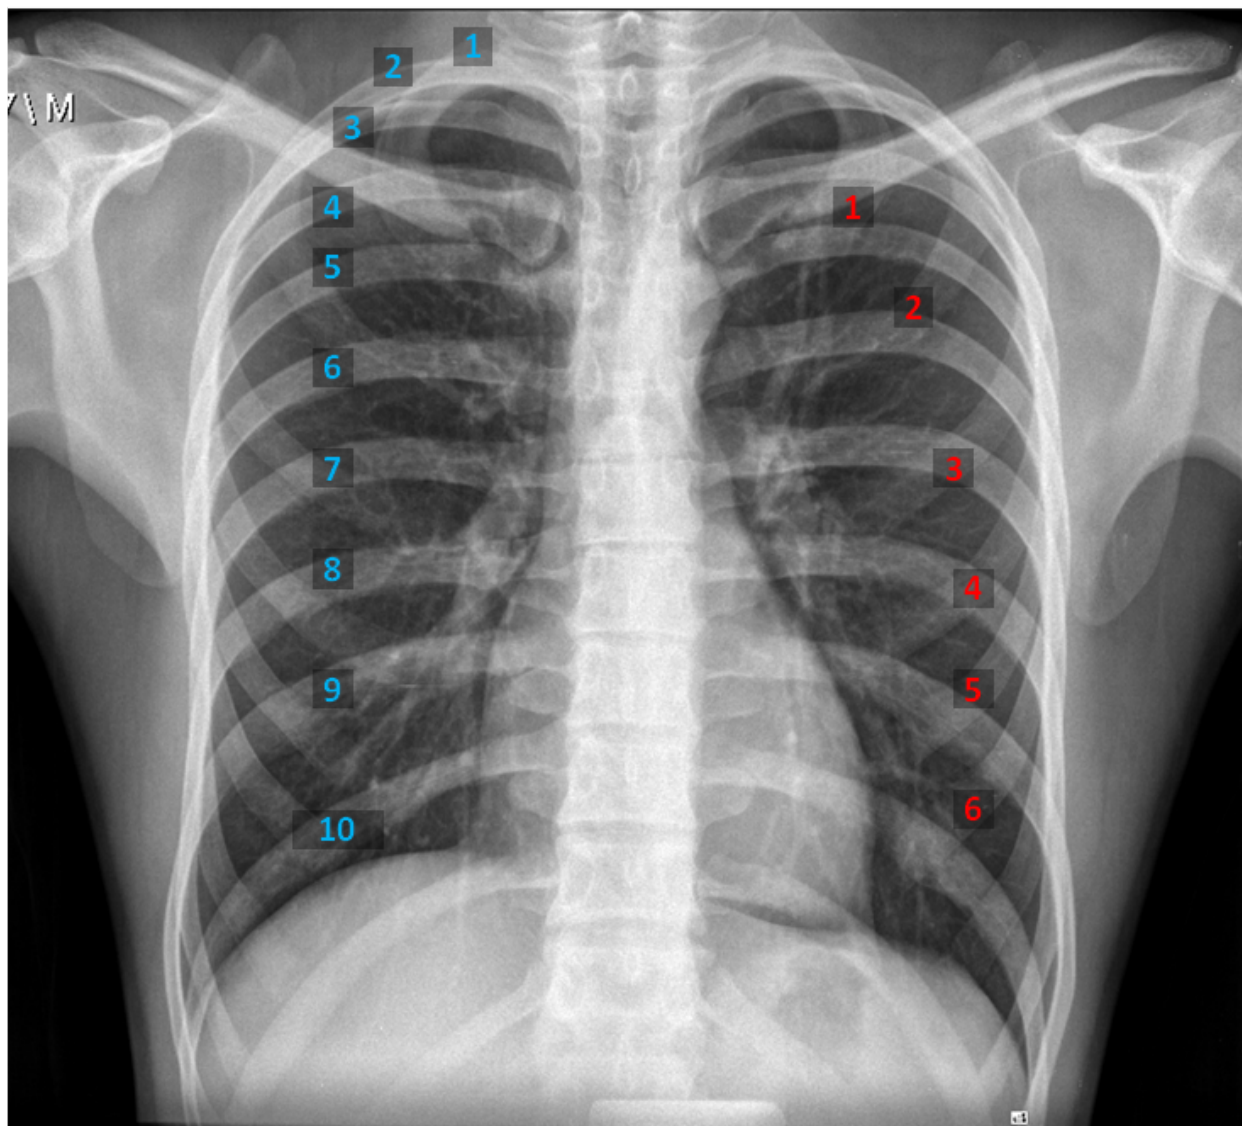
En una radiografía de tórax con adecuada inspiración son visibles 6 arcos costales anteriores y 10 arcos posteriores.
